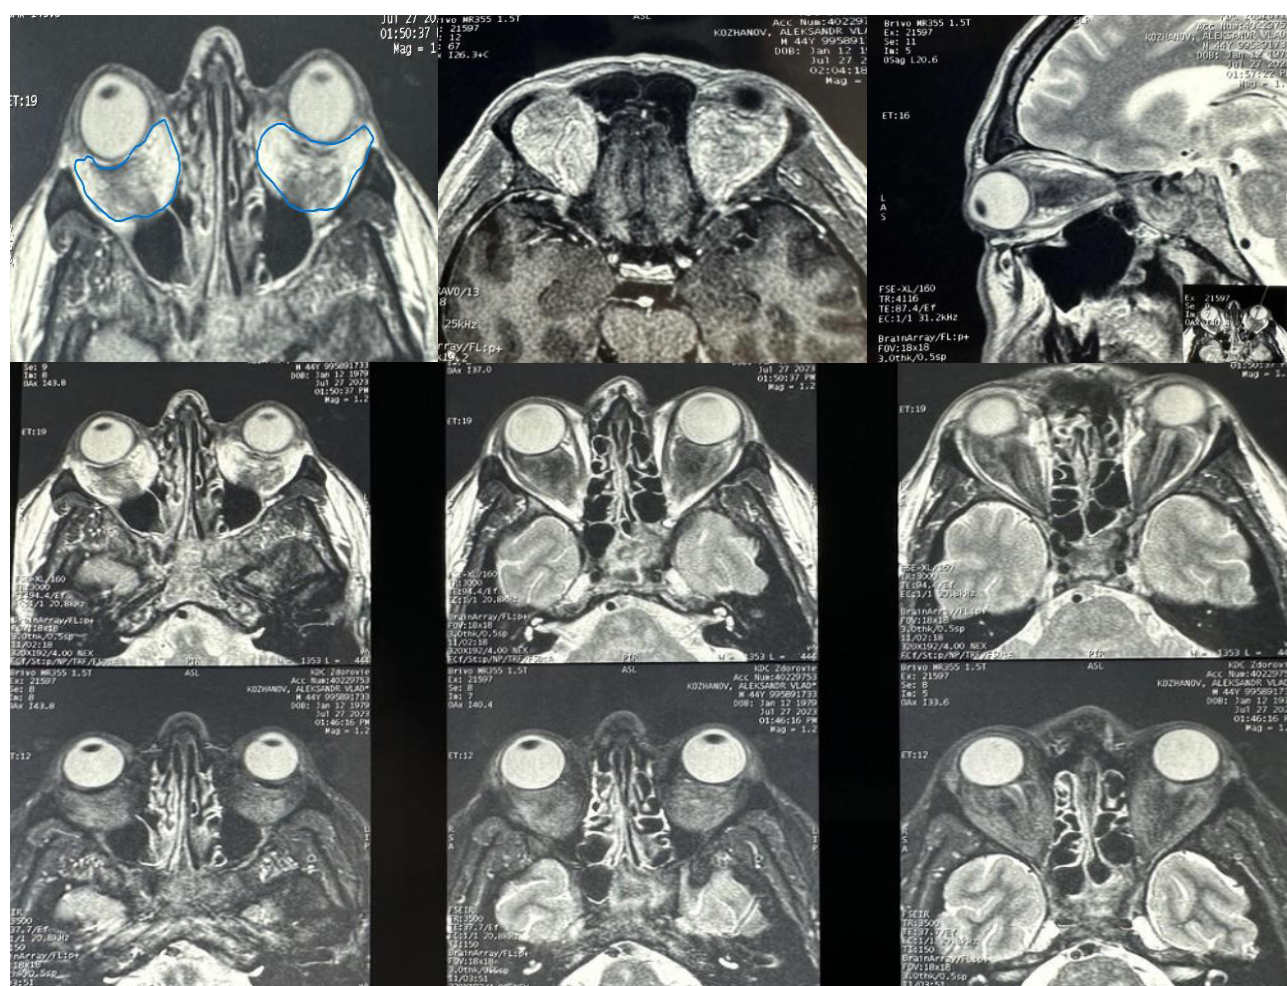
МРТ (27.07.2021 г.) — картина ретробульбарных образований обеих глазниц D<S.
